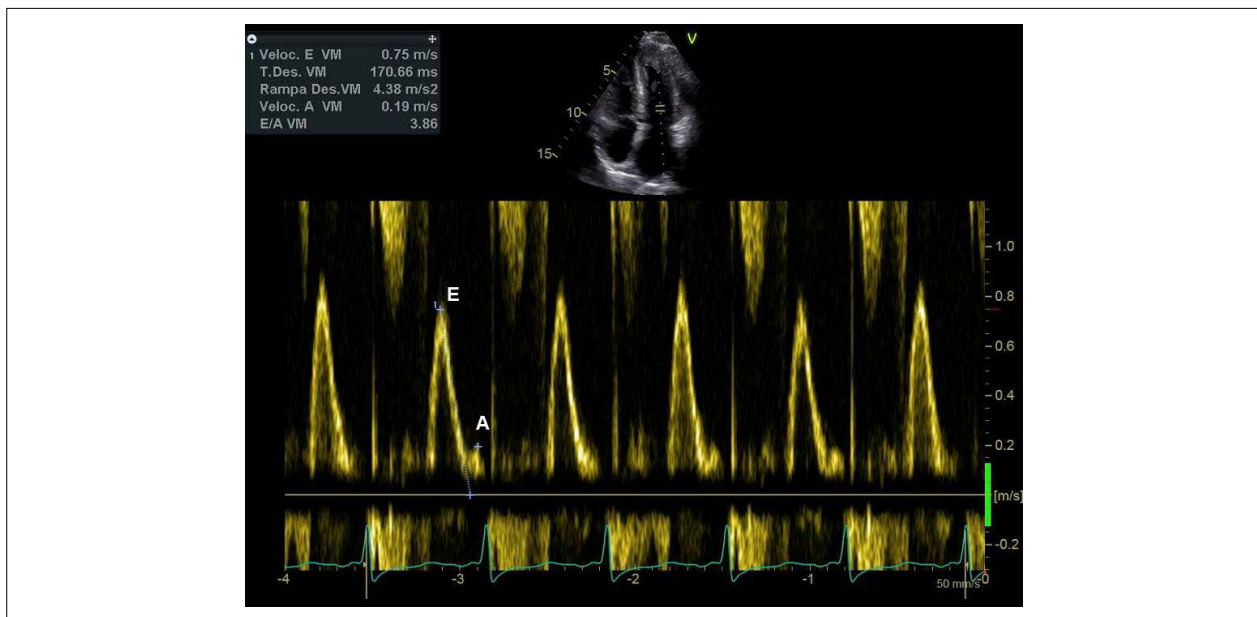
Imagem obtida a partir da ecocardiografia transtorácica. Curva espectral do Doppler mitral de paciente com amiloidose evidenciando padrão diastólico do tipo restritivo (relação E/A > 2).
